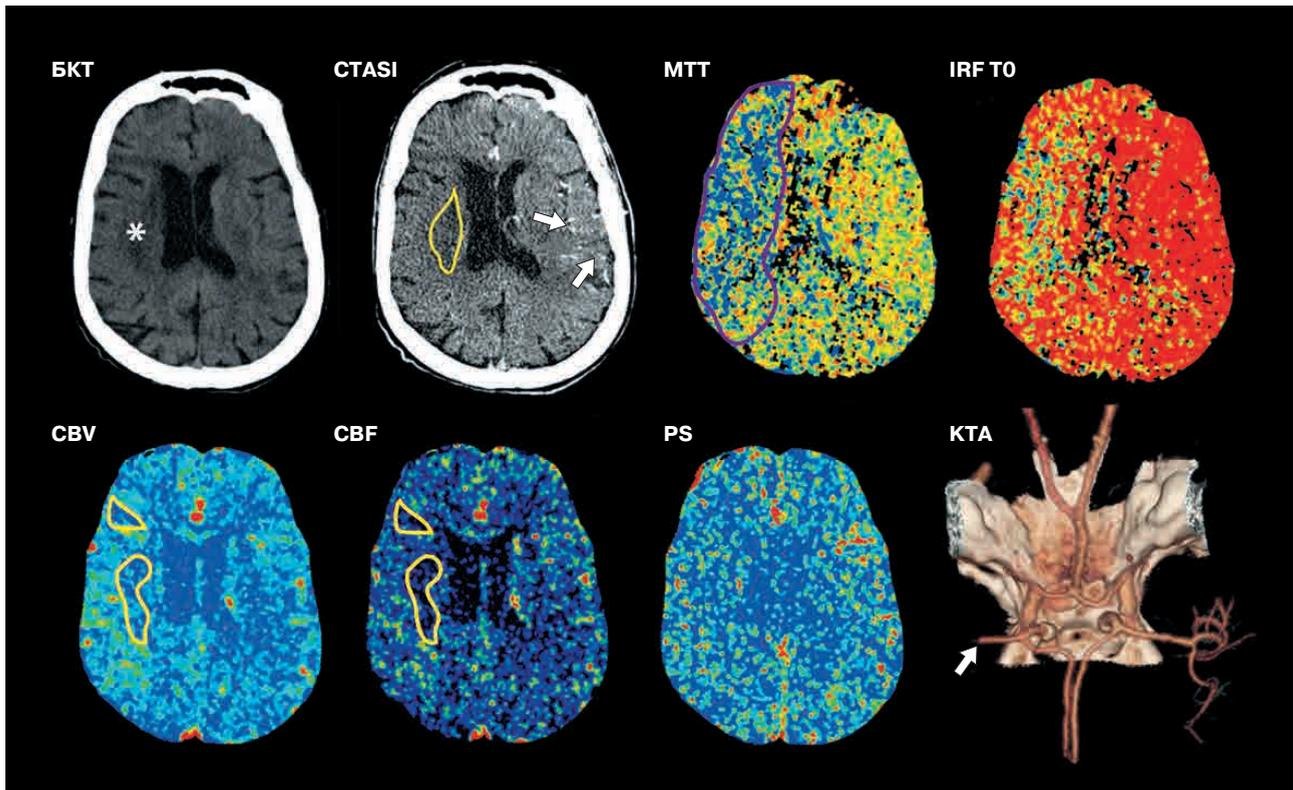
Данные мультимодальной КТ пациентки М.: состояние до лечения. Здесь и на рис. 2 и 3: объяснения в тексте.
